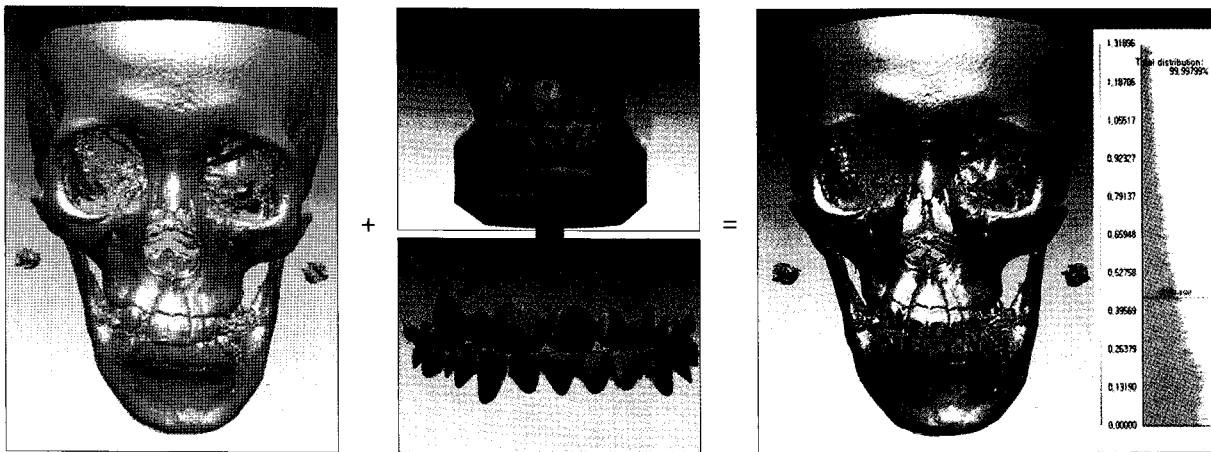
CBCT and scanned dental cast Images are integrated and displayed in colors on a millimeter scale.
